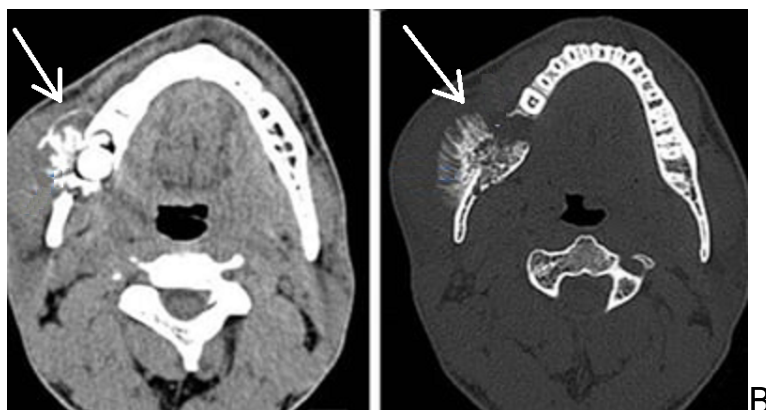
МСКТ-изображения пациента Х., 39 лет, с остеосаркомой нижней челюсти. Клинический диагноз: остеосаркома.
